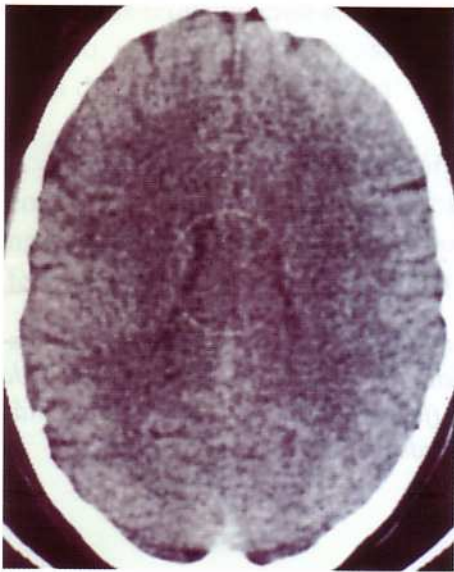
TAC del 7.5.1990
